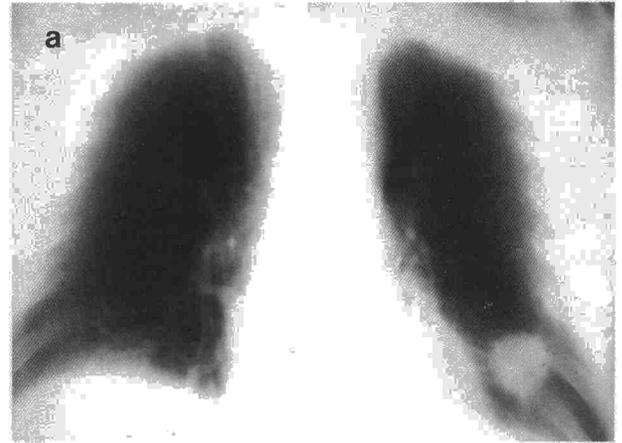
Tomografía posteroanterior (a) y tomografía computarizada (b) del caso 2. Nódulo pulmonar en lóbulo inferior izquierdo.
